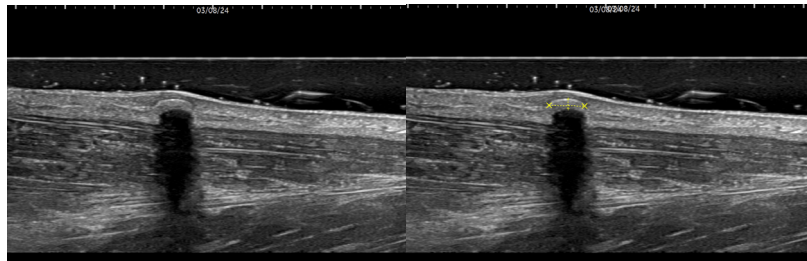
Calcium Deposits (Ultrasound Image).
